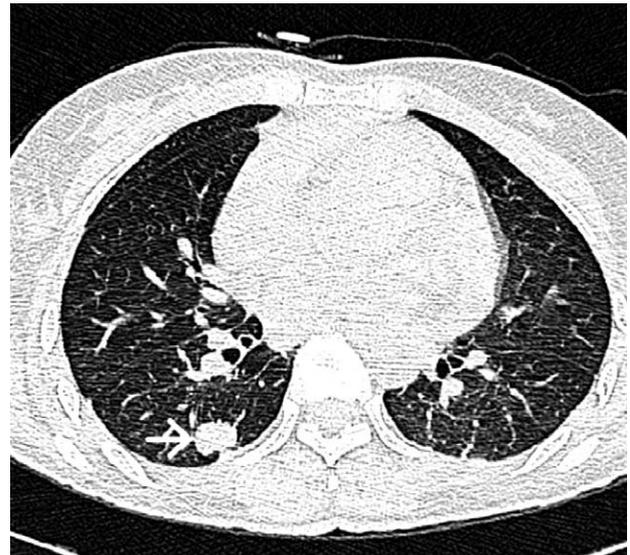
Chest High-resolution Computerized Tomography (HRCT) Image of Non-small Cell Lung Cancer. HRCT scan shows a 2 cm sized lobulated nodule (white arrow) with pleural tag in the right lower lobe superior segment.
